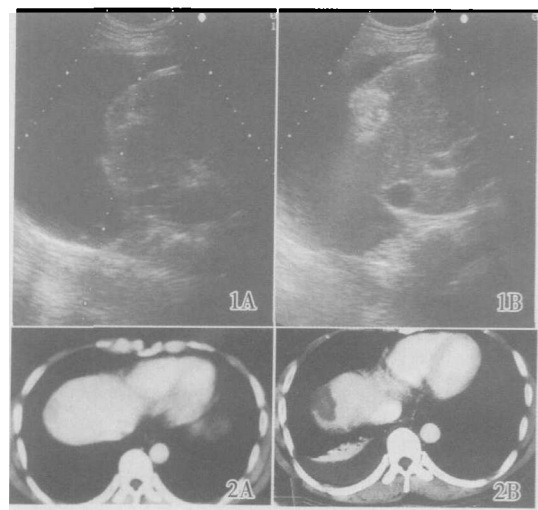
人工胸水气冷微波固化治疗前后肝癌超声图像
